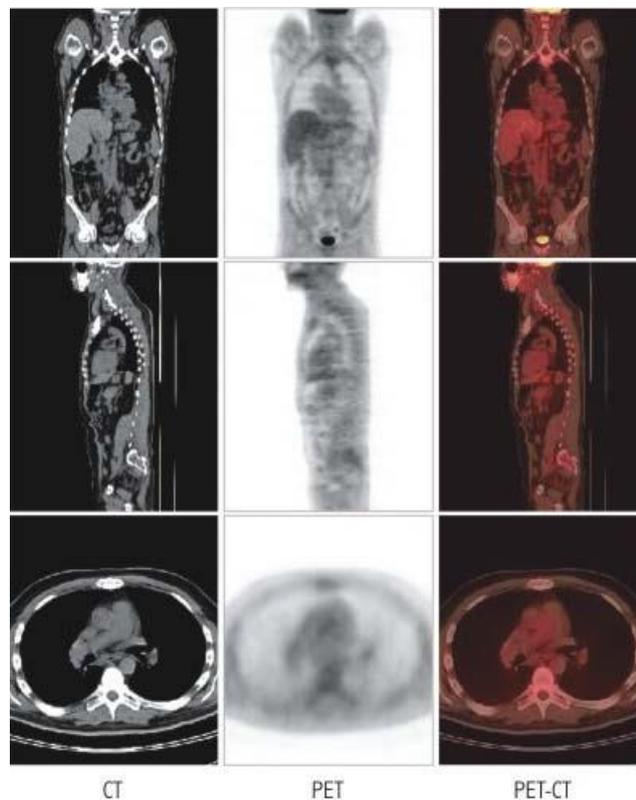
Diferenças de imagens entre CT, PET e PET/CT.
